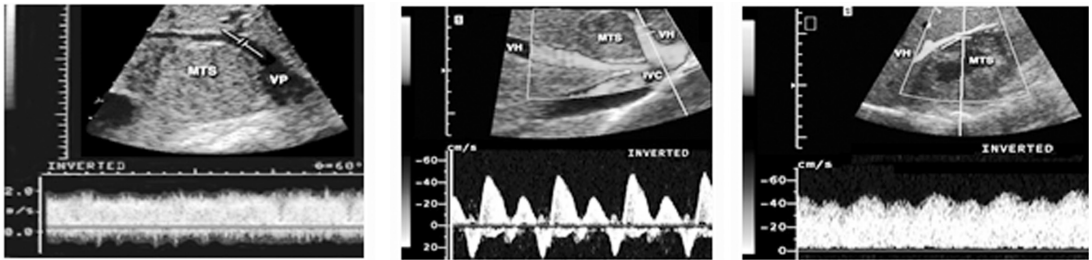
Vena cava inferioară cu venele hepatice. Eco Doppler.
